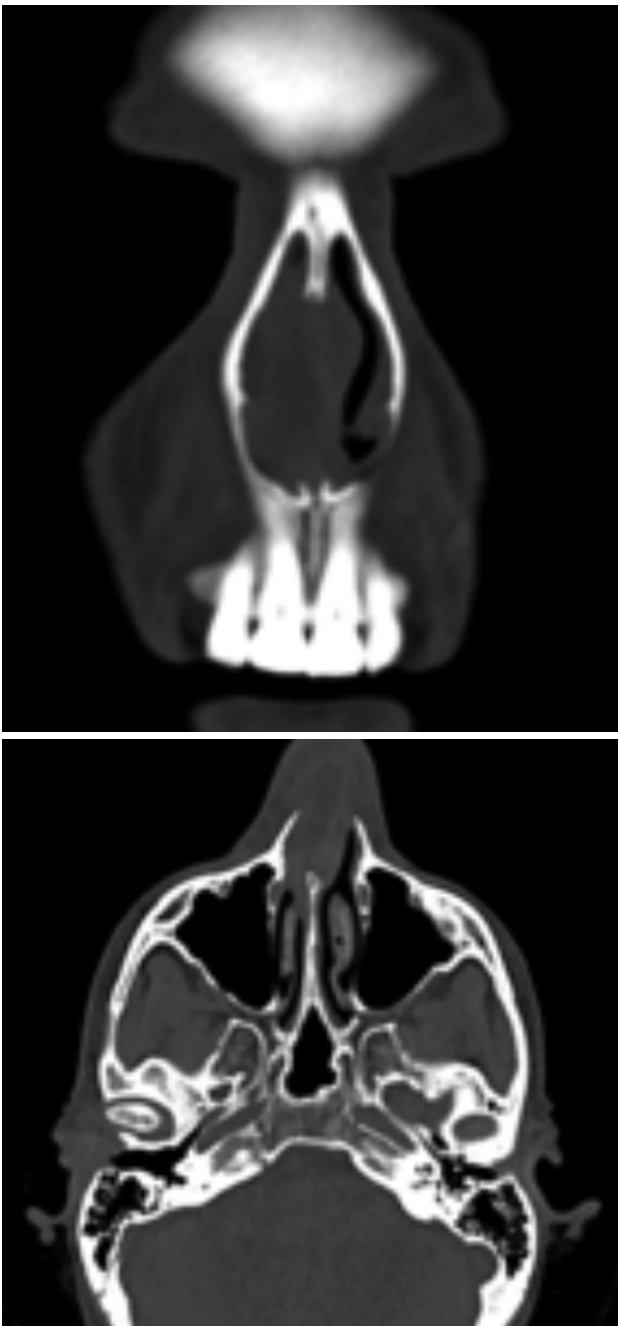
Imagen de TC: Inflamación de vestíbulo con resto de estructuras sin alteraciones.
